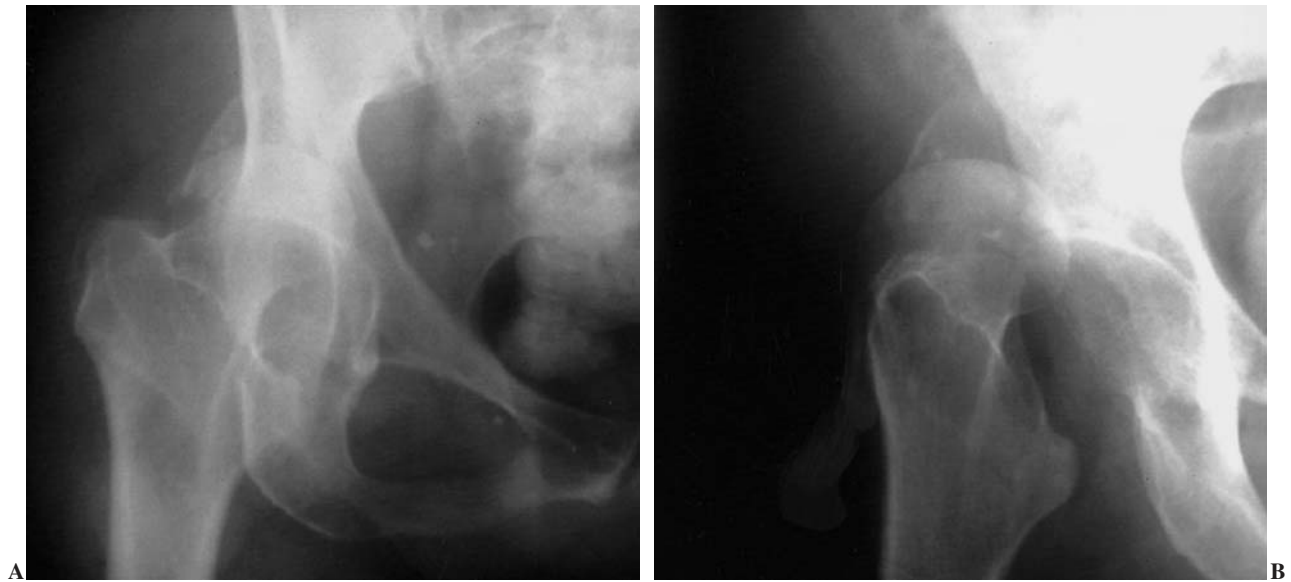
Radiografías anteroposterior (AP) (A) y axial (B) de cadera derecha mostrando la luxación inicial.
